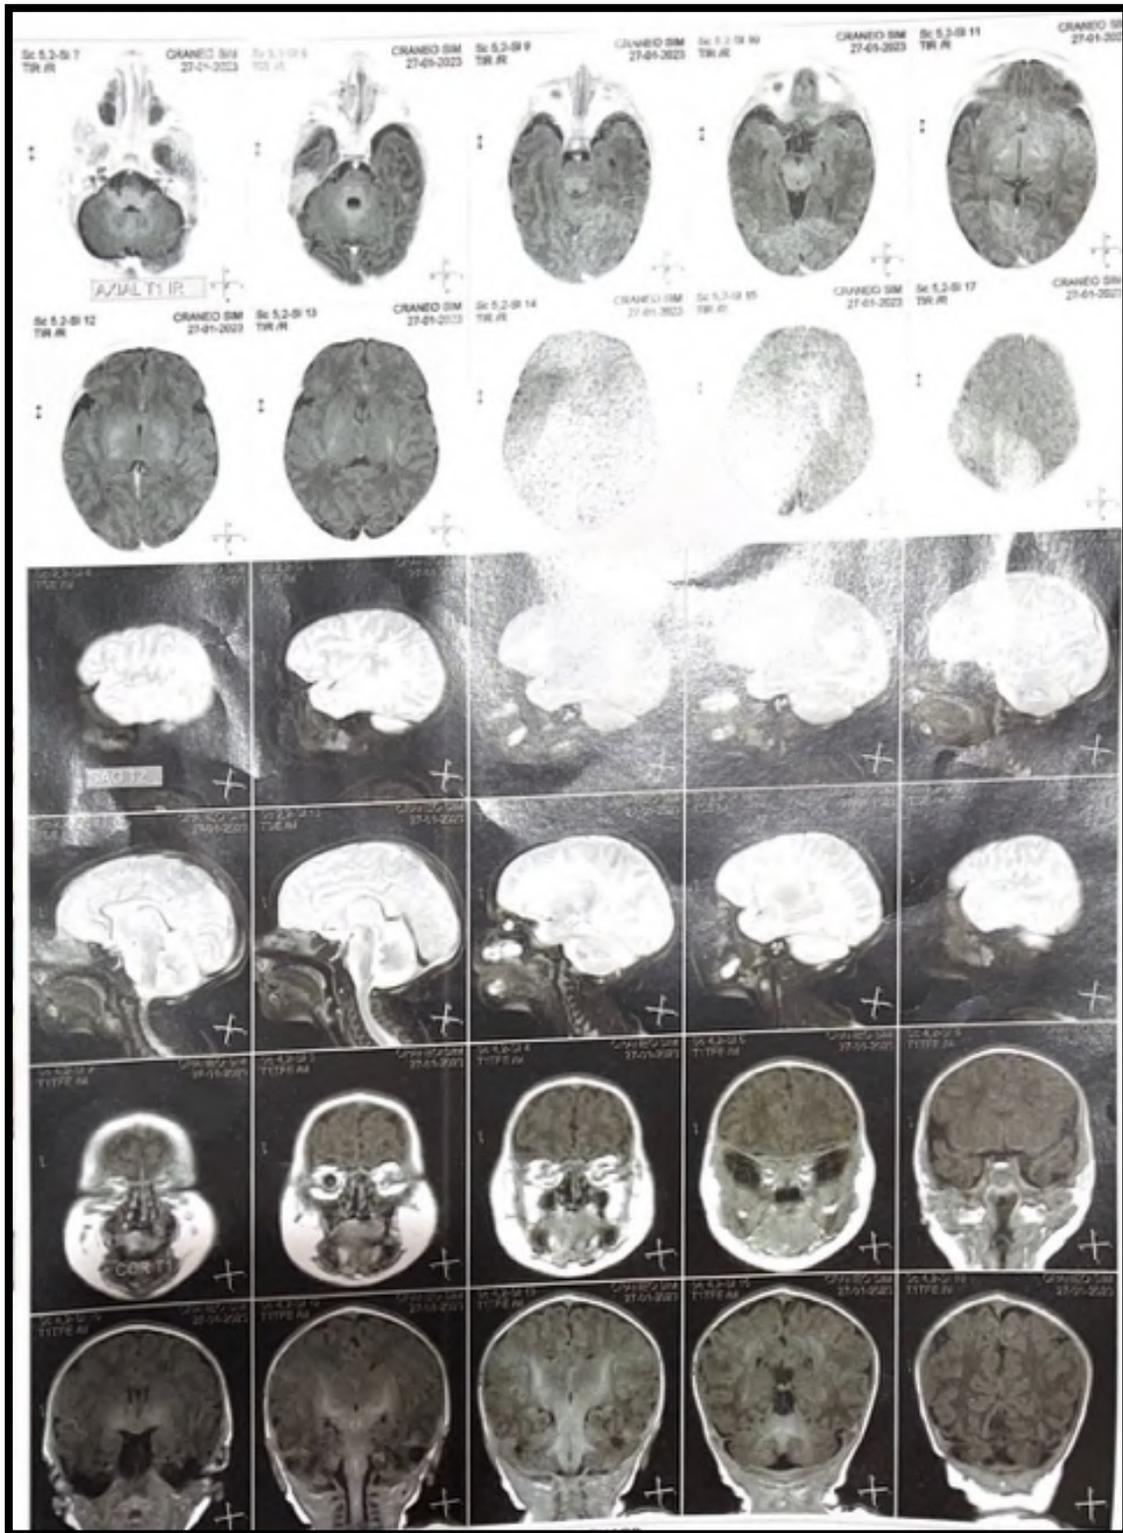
Resonancia magnética de cráneo simple: microftalmía derecha y anoftalmía izquierda.
